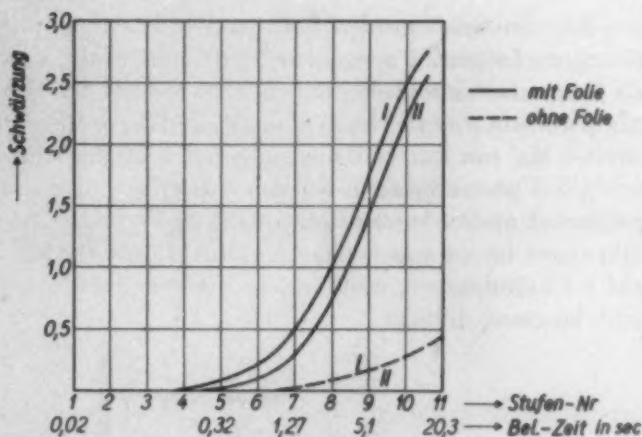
Intermittenzeffekt am astroboskopisch betriebenen Scheinerrad. Grätzsche Schaltung; W Br-Strahlung; 70 kV_s; 0,3 mm Cu + 0,5 mm Al; 10 mA; 270 cm; 24,8 sec. Agfa-Röntgenspezialfilm; Agfa-Kombinationsfolien; Agfa-Röntgen-Rapidentwickler, 18° C, 5 min.
